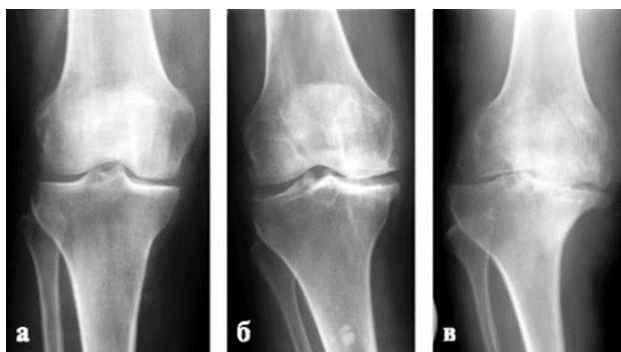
Рентгенография коленного сустава при прогрессирующем артрозе.
